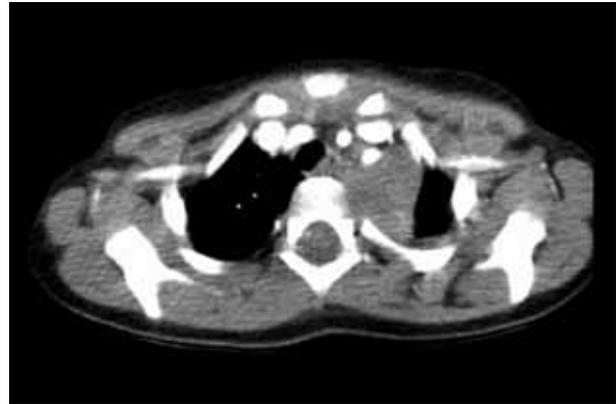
TAC neuroblastoma cervicotórácico.
